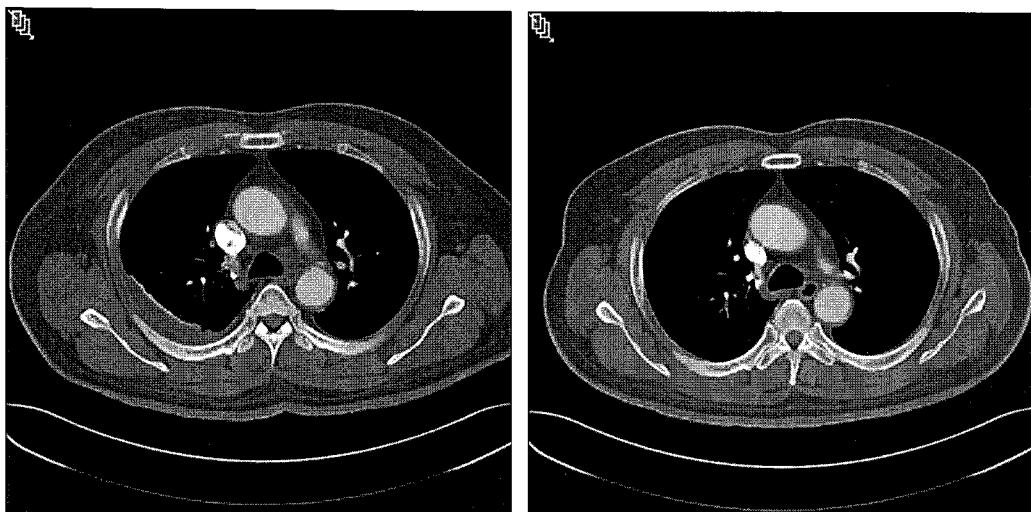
Chest CT. (Left) At 9 days, after operation. Intraluminal filling defect in the pulmonary artery due to emboli. (Right) At 20 days, after operation. Intraluminal filling defect is completely disappeared.
